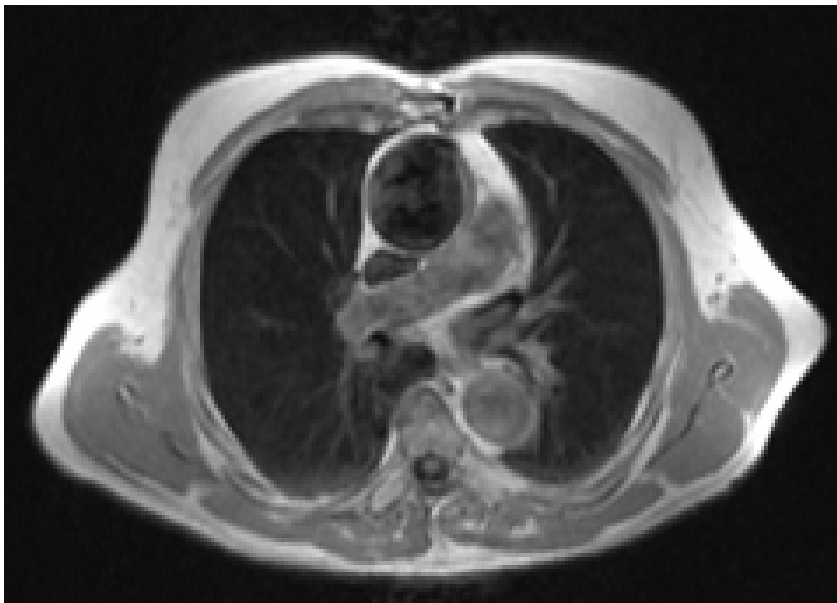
MRT –Darstellung eines Patienten mit Redilatation der Aorta ascendens nach Wrapping
